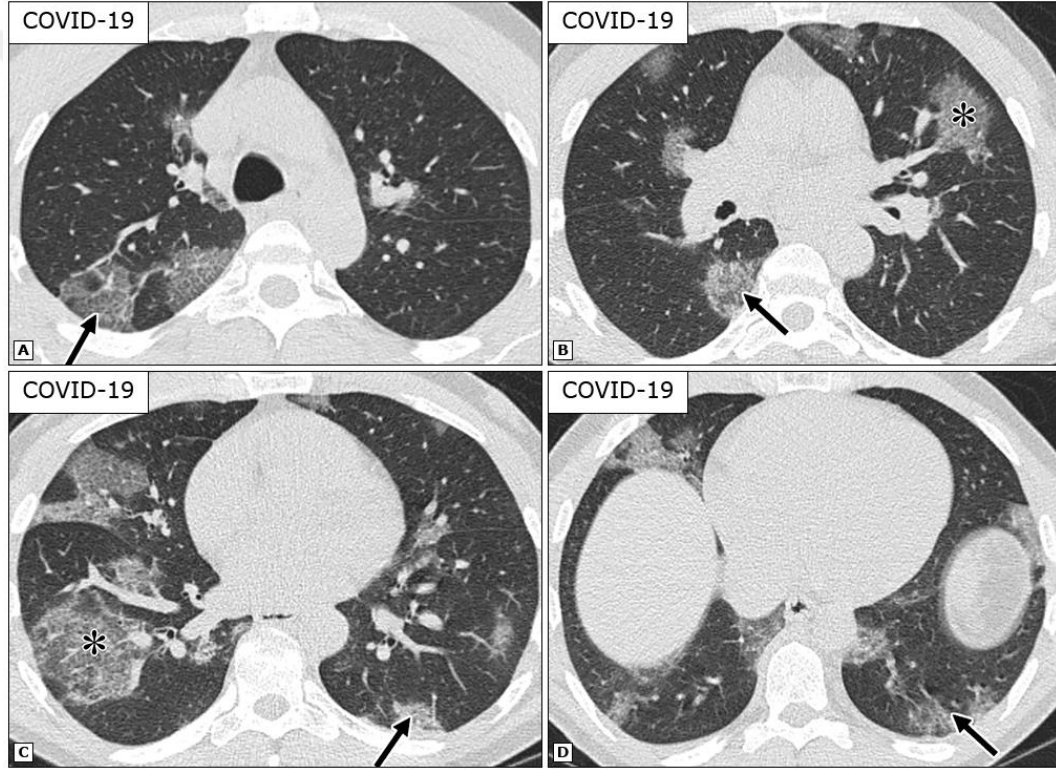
COVID-19 hastasının akciğer grafisi [36]
